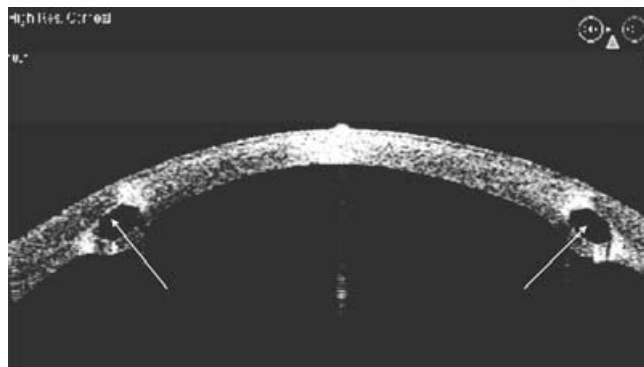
Imagen de tomografía de coherencia óptica a 180 grados, de paciente con segmentos hexagonales intracorneales.
